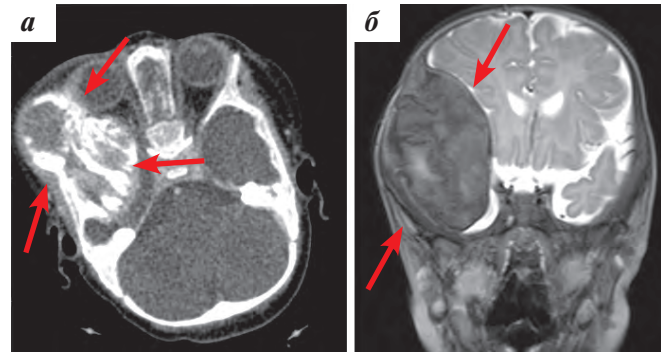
Рентгенологическая картина: а — КТ головного мозга с контрастным усилением. Определяется массивное объемное образование в правой лобно-теменно-височной области размерами $6,0 \times 5,7 \times 6,3$ см (объем — 113 см^3), которое преимущественно представлено мягкотканым компонентом неоднородной структуры за счет множественных гиперденсивных включений; б — МРТ головного мозга с контрастным усилением. В правой височной области в проекции чеши основной, височной, лобной и теменной костей, а также крыла основной кости определяется образование неправильной формы размерами $6,2 \times 5 \times 7,2$ см (объем — 117 см^3). Образование неоднородной структуры, преимущественно низкого сигнала на нативных изображениях, умеренно, неоднородно накапливающее контрастное вещество
